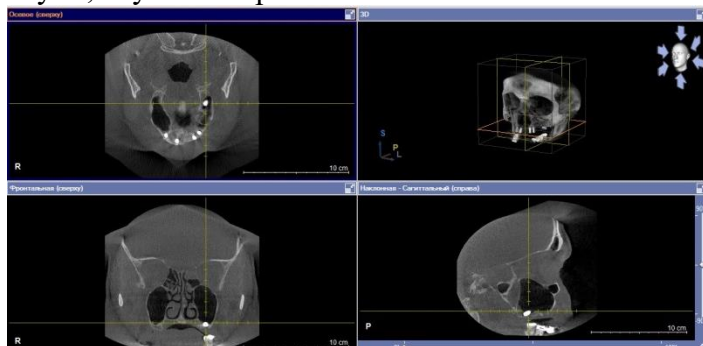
Компьютерная томограмма околоносовых пазух.
